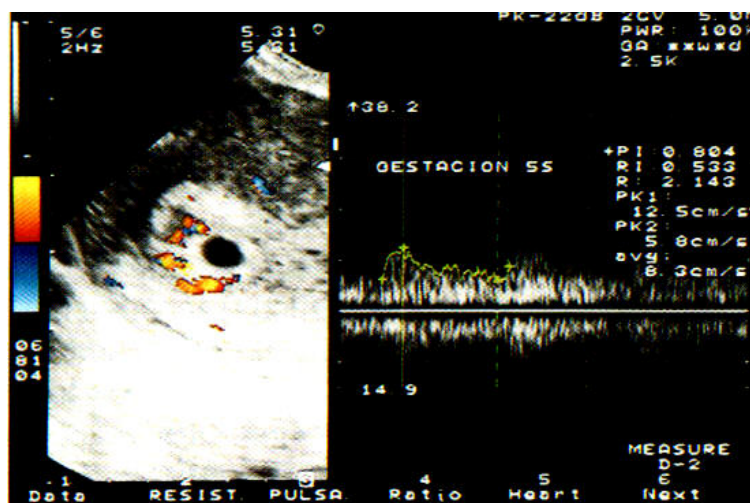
Saco gestacional de 5 semanas. Con Doppler se visualiza la vascularización.
